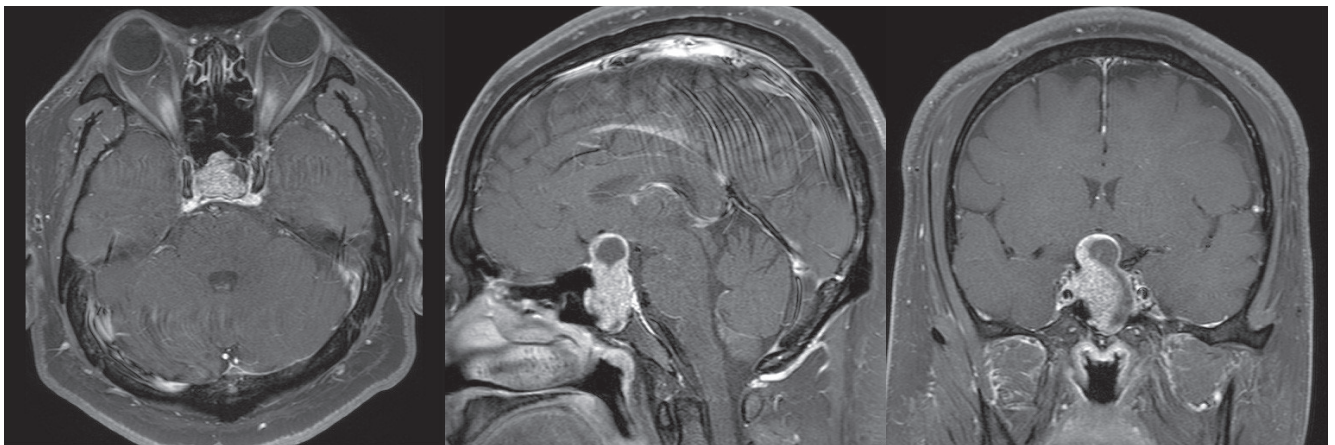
Bilobed vivid enhanced mass with internal cystic changes in sellar and suprasellar spaces, about 2.2×1.9×4.0 cm, and upward displacement of optic chiasm on sella magnetic resonance imaging.
